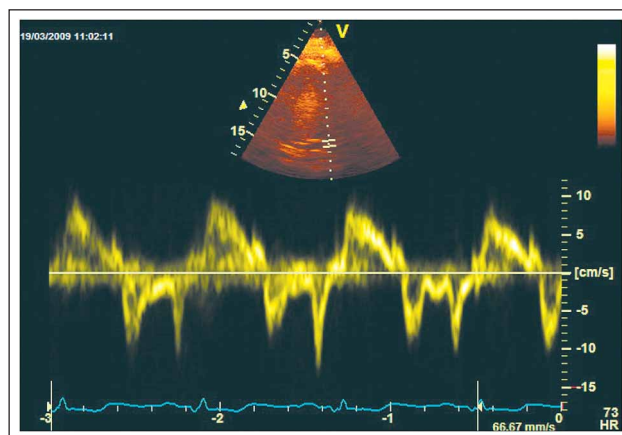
Geschwindigkeiten des (lateralen) Mitralanulus im Gewebedoppler (TDI) unter Hochlagerung der Beine. E/e' (septal + lateral) beträgt nunmehr 23.
